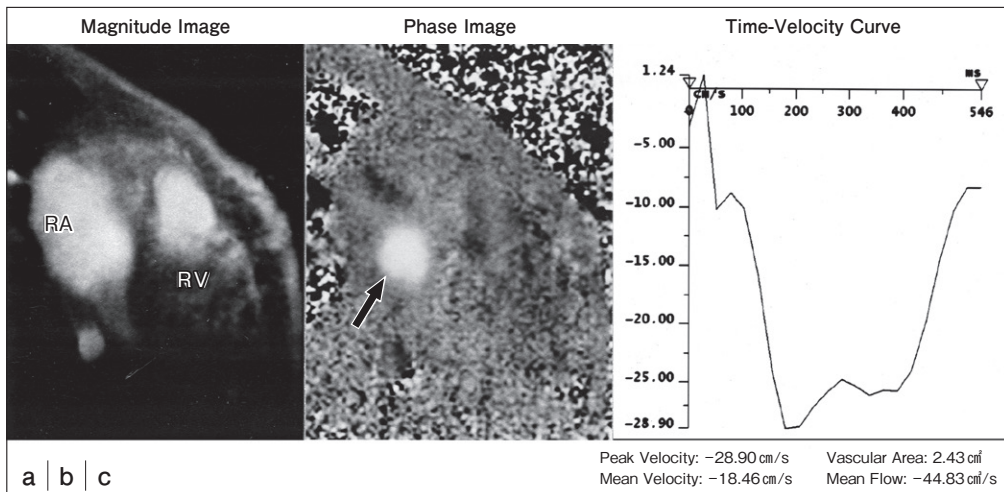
Phase-contrast MR imaging from a 7-year-old girl with ASD (secundum). Direct measurement of the shunt flow through the ASD. The Q_p/Q_s is 2.44 measured by Fick method at cardiac catheterization. The flow through the ascending aortic is 24.10 ml/beat, though the main pulmonary is 53.14 ml/beat and the direct measured shunt flow through the ASD is 24.48 ml/beat by PC MRI. The Q_p/Q_s is 2.20 calculated by phase-contrast MR imaging as the results.
